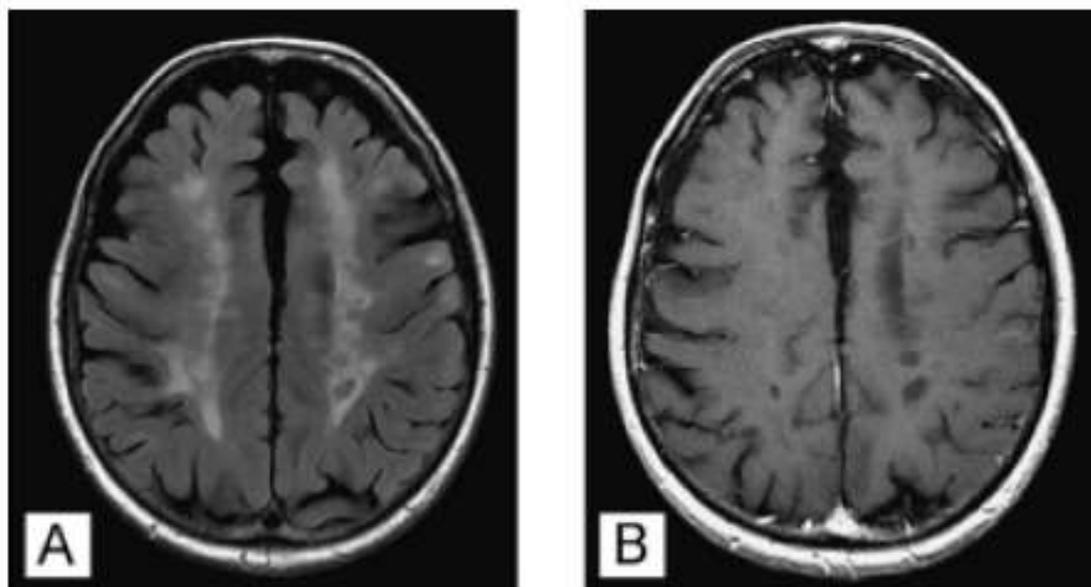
IRM cérébrale en séquence pondérée FLAIR (A) et T1 –gadolinium (B) [73].
